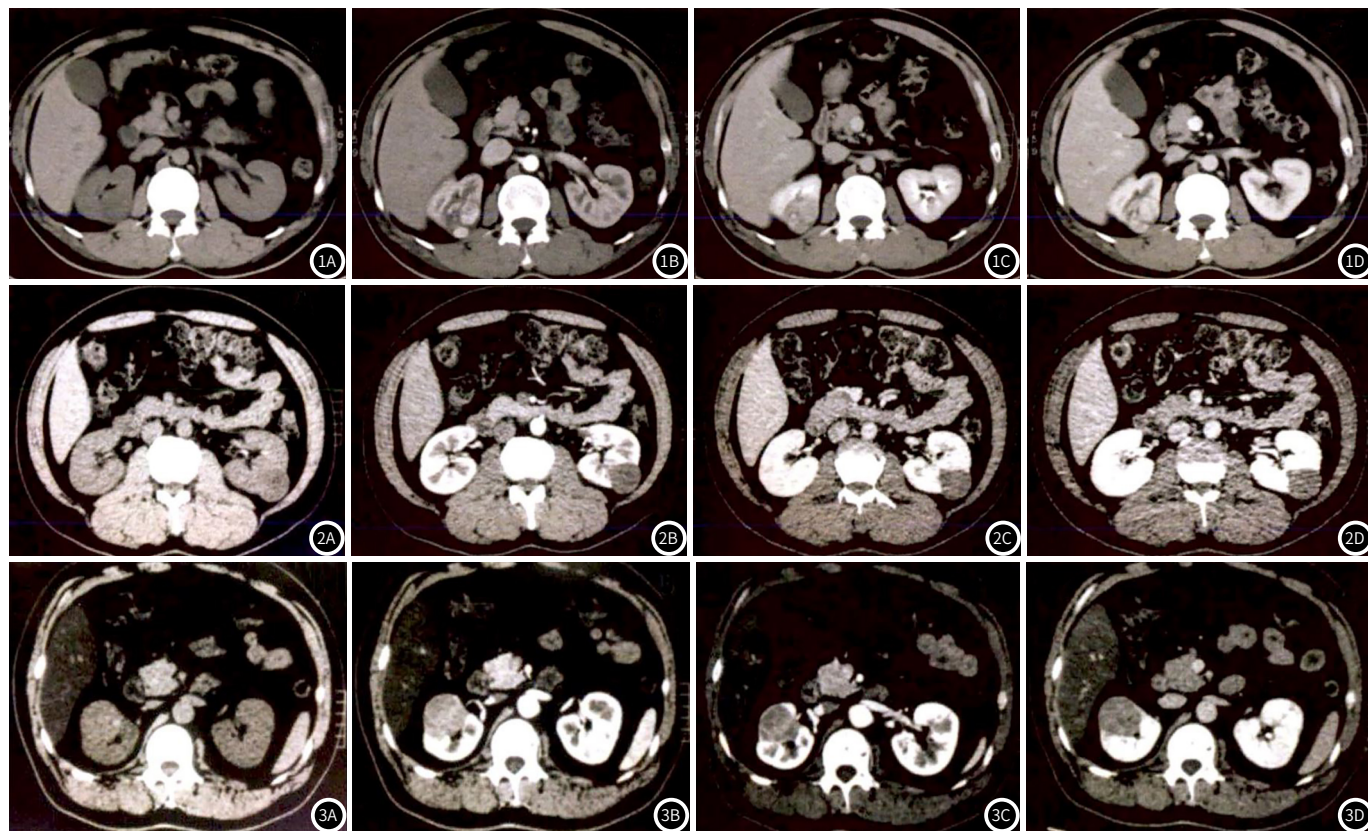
患者, 男, 53岁, 肿瘤最大径为4.9cm, 内部可见坏死囊变区域, 不均匀强化, 平扫期(图1A)、皮质期(图1B)、实质期(图1C)、排泄期(图1D)CT值分别为29.2HU、143.5HU、95.3HU、84.2HU。图2 患者, 男, 60岁, 肿瘤最大径为3.7cm, 病灶边界较清晰, 均匀增强, 三期扫描增强无明显变化, 平扫期(图2A)、皮质期(图2B)、实质期(图2C)、排泄期(图2D)CT值分别为37.6HU、71.2HU、76.5HU、71.3HU。图3 患者, 女, 48岁, 肿瘤最大径为4.1cm, 肿瘤形态规则, 边界清晰, 密度均匀, 均匀增强, 三期扫描增强无明显变化, 平扫期(图3A)、皮质期(图3B)、实质期(图3C)、排泄期(图3D)CT值分别为41.2HU、70.8HU、74.5HU、72.6HU。
